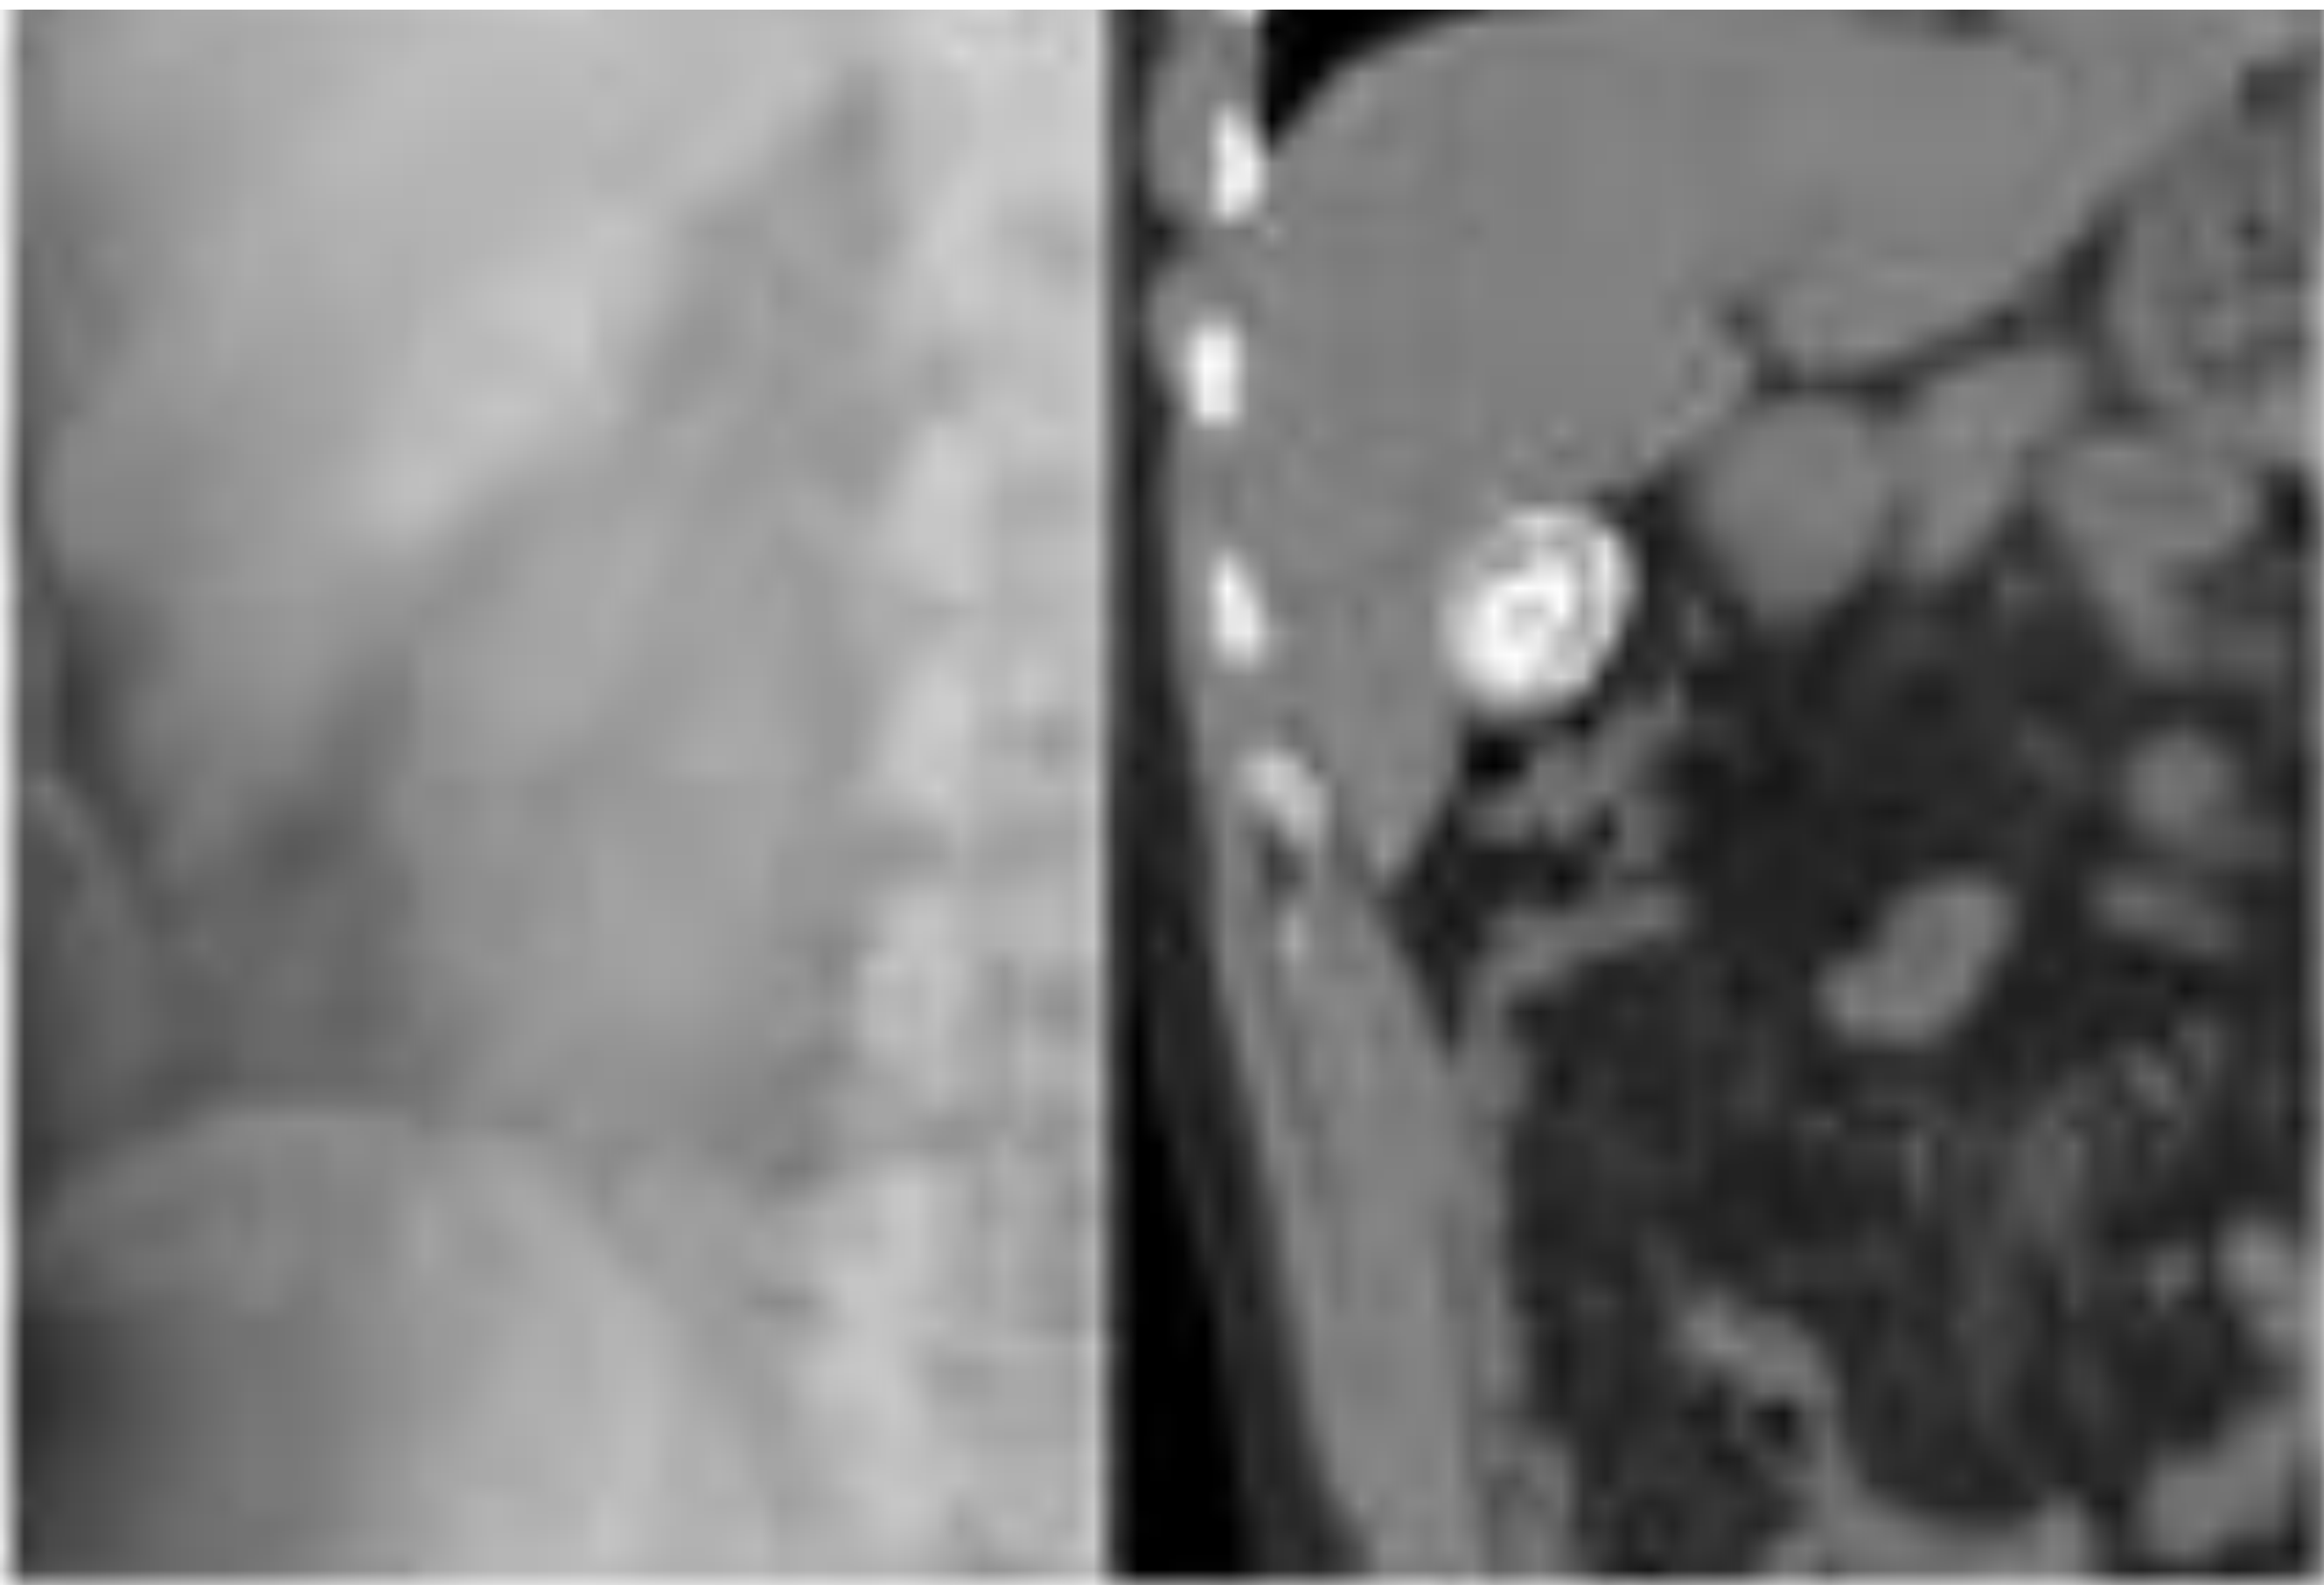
Colelitiasis en TC.
